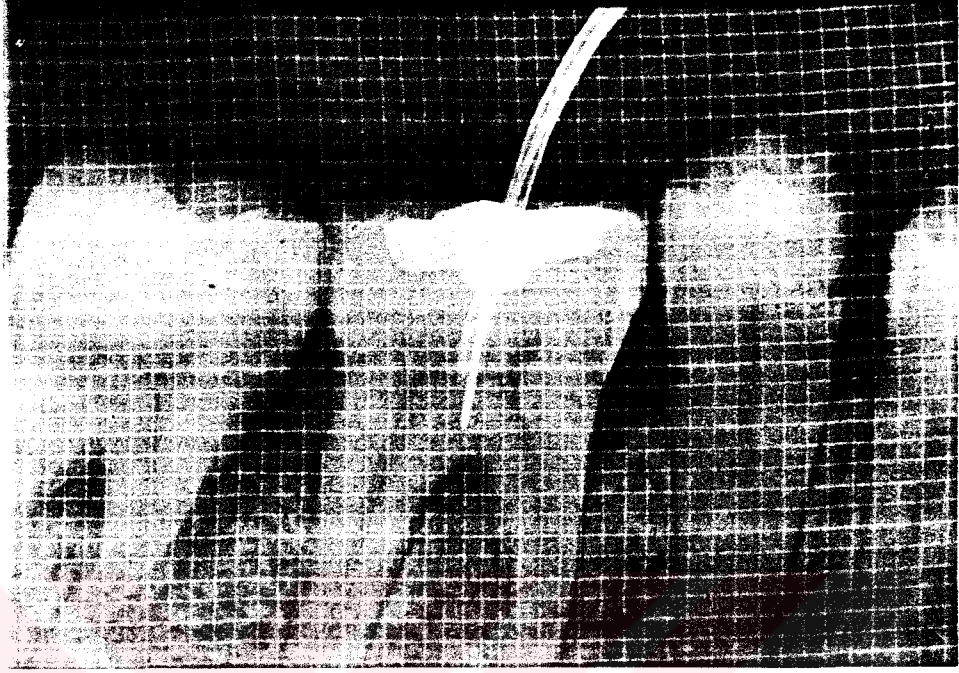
b: Kemik grefti grubunda aynı hastamızın tedavi sonrası 12.ayda alınan standart röntgeni.
